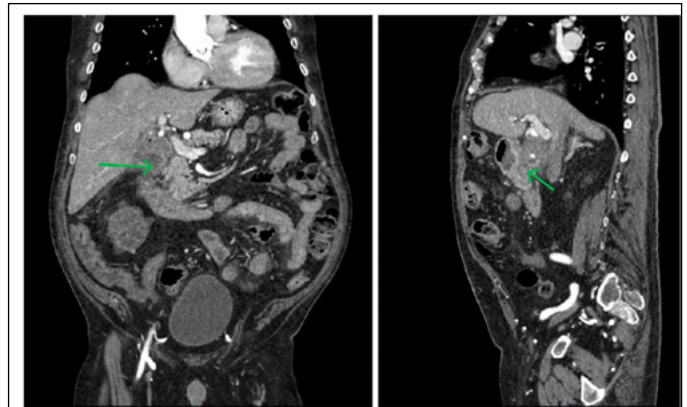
Cortes coronal y sagital de TAC de abdomen con contraste inicial donde se puede observar fistula colecistoduodenal de 8mm con rarefacción de grasa adyacente a vesícula y duodeno.
